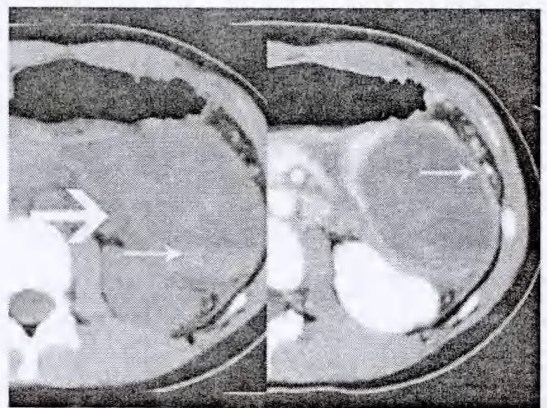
女, 16 岁, 胰尾部囊实性 SPTP; CT 平扫(左侧)示包膜破裂, 周围渗出(粗箭), 实性成分呈片状与囊性成分相间分布, 呈“浮云”征。后部见片絮状出血(细箭); CT 增强(右侧)实性成分及包膜明显强化(箭)。
